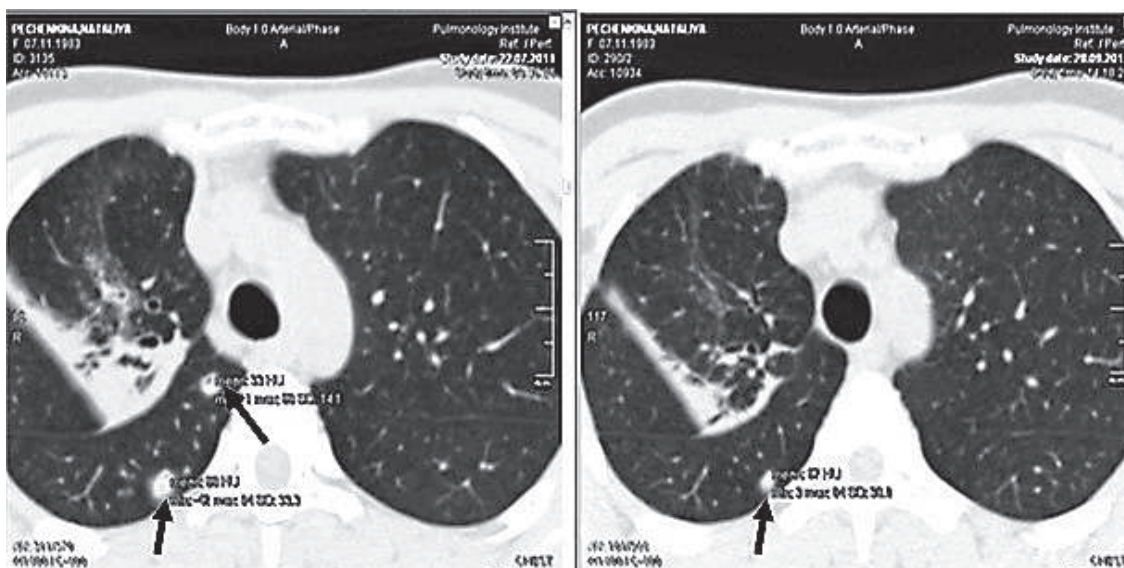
Акіальні зрізи КТ хворого Р. до початку лікування (зліва) та після інтенсивної фази хіміотерапії з даними денситометричних показників (стрілкою вказані вогнища).
